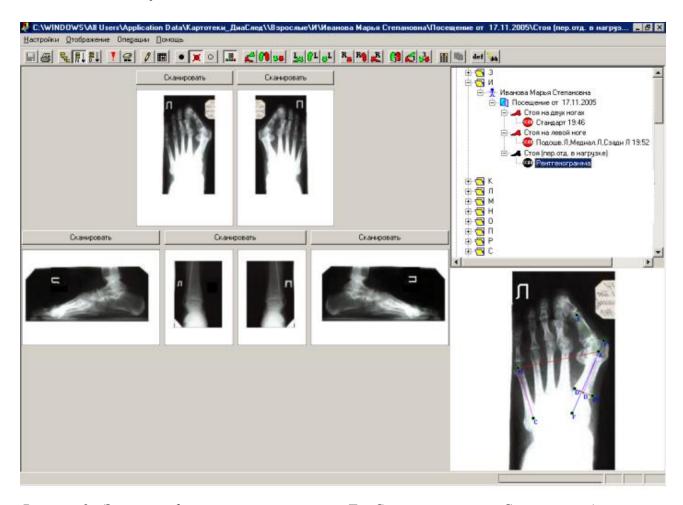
Экранная форма окна программы «ДиаСкан» комплекса «Скан» с отображением рентгенографических изображений стоп в трех проекциях.
